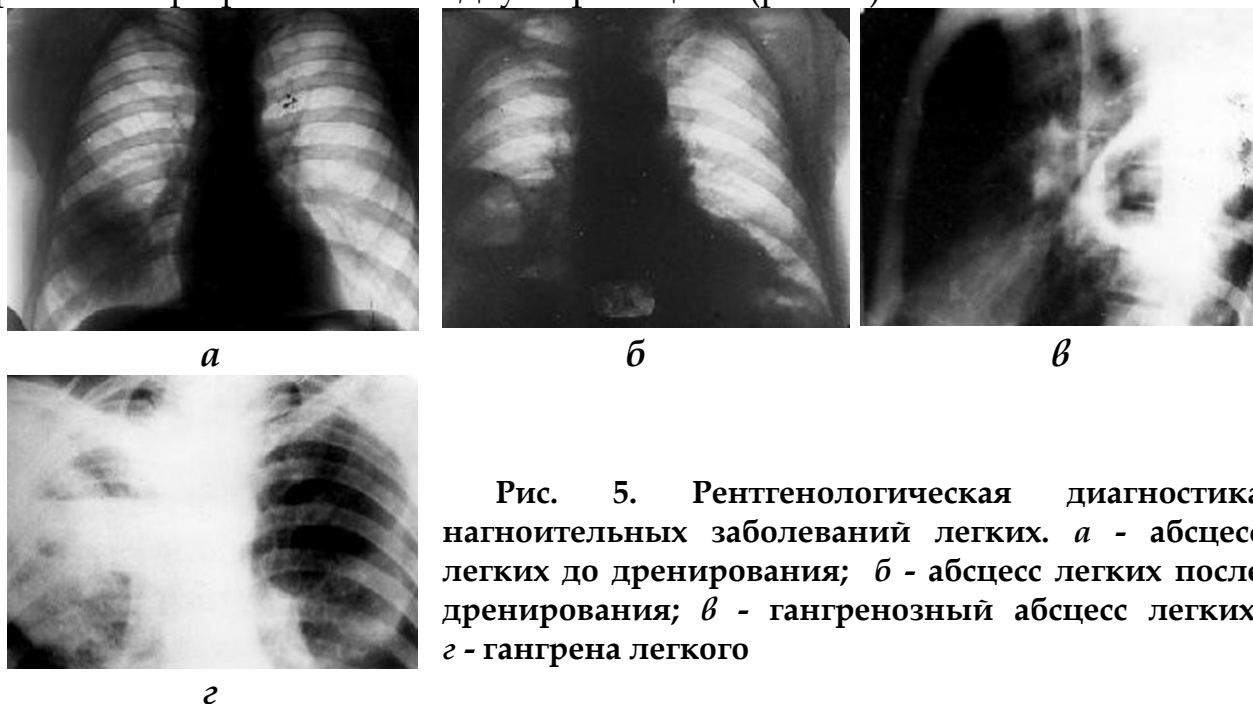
Рентгенологическая диагностика нагноительных заболеваний легких. а - абсцесс легких до дренирования; б - абсцесс легких после дренирования; в - гангренозный абсцесс легких; г - гангрена легкого
